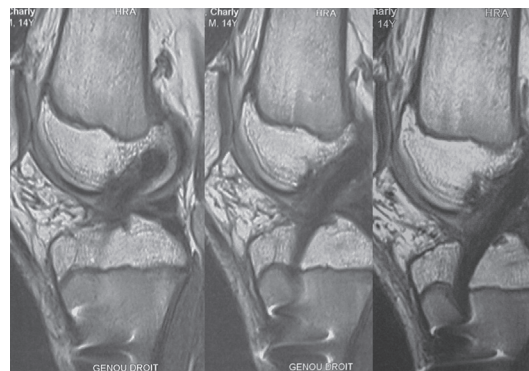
Imagerie IRM après reconstruction selon la technique lyonnaise de Chotel.
